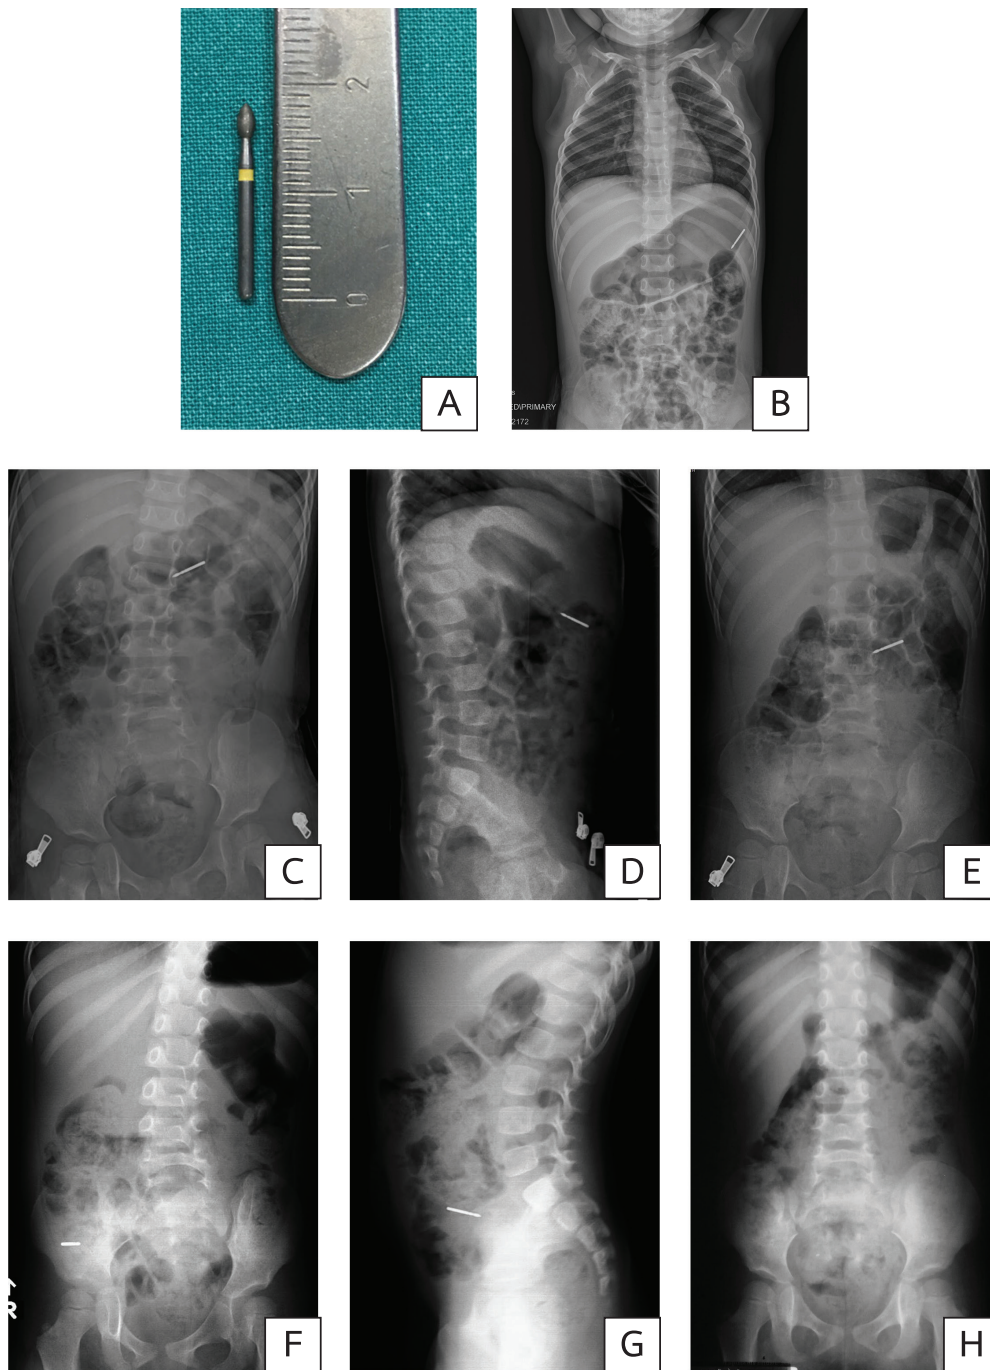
(A) Rugby-shaped diamond bur (20 mm. length) similar to the one which was swallowed by the second patient. (B-C) Serial posteroanterior abdomen radiographs recorded (B) 1 hour and (C) 3 hours after the dental bur ingestion. The bur was located in the stomach in both films.
